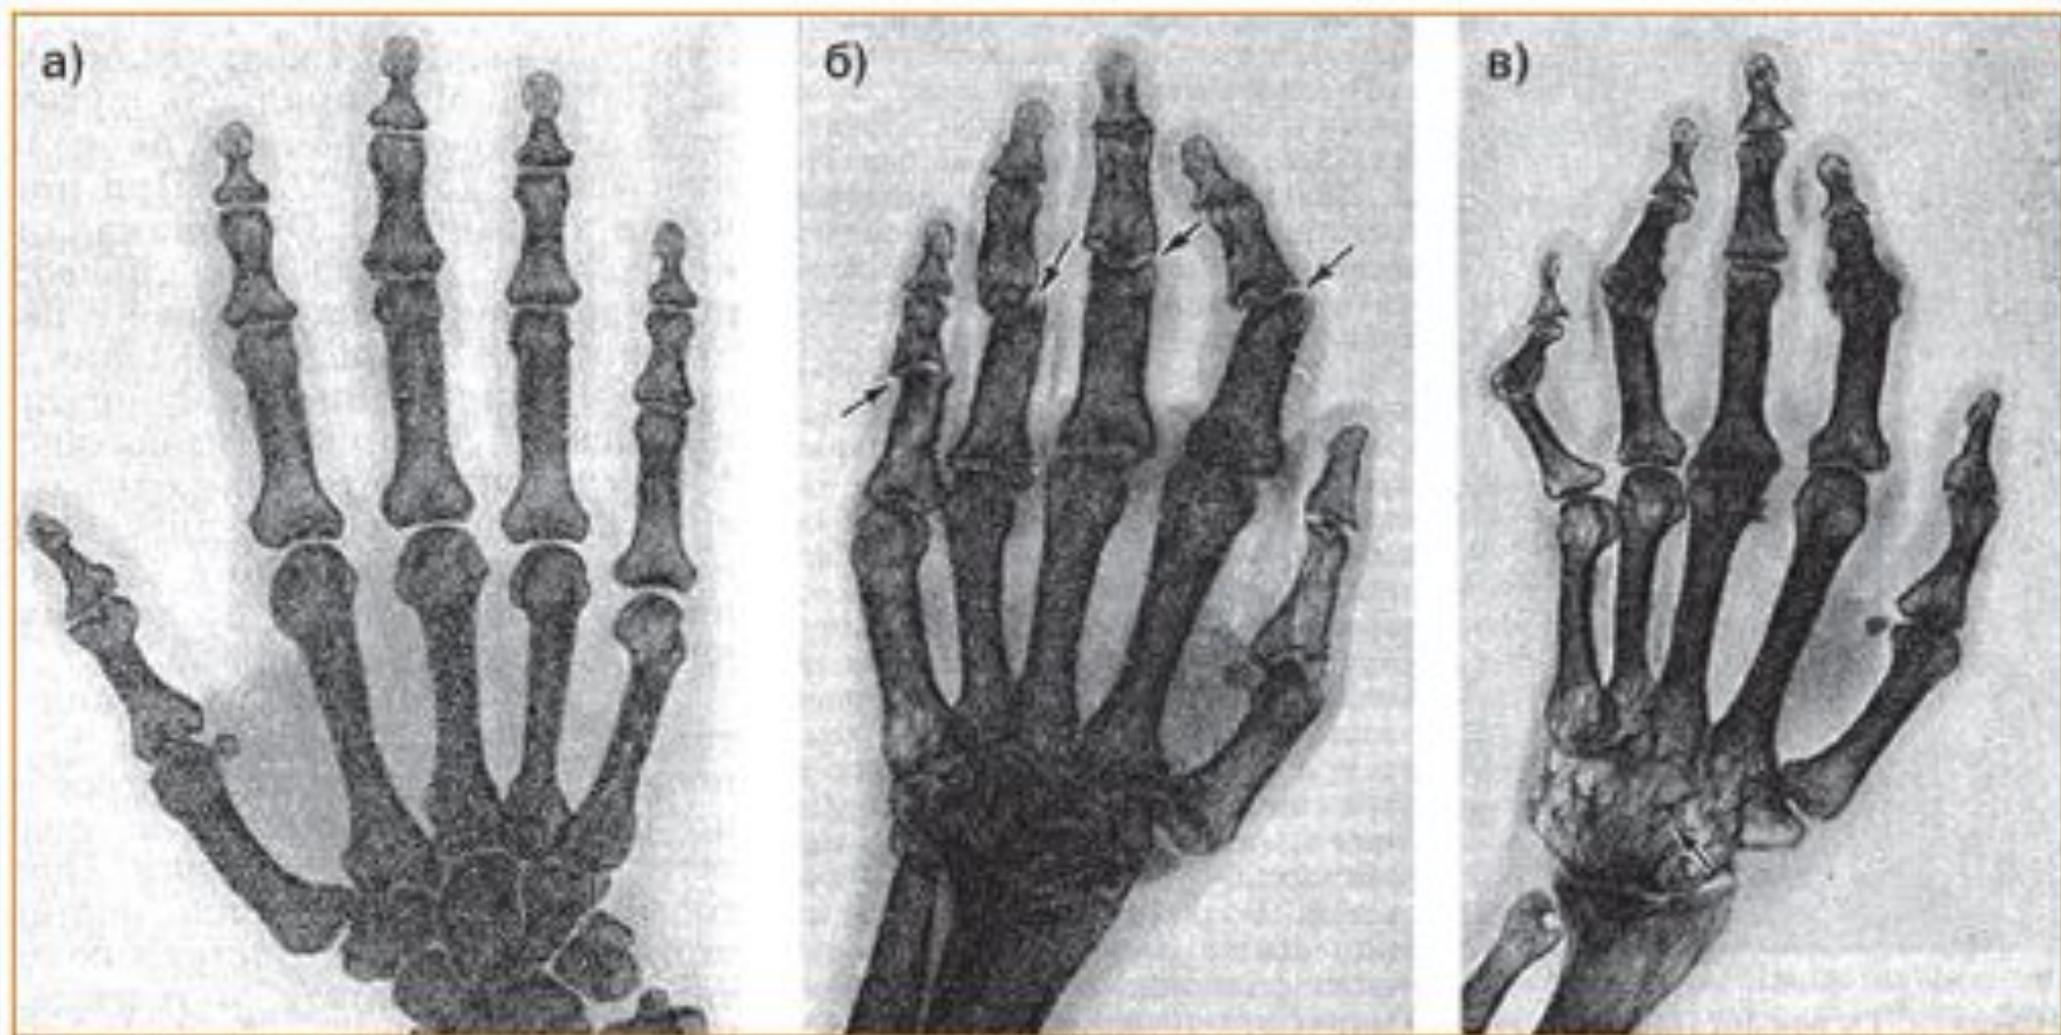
Рентгенограммы кистей в норме (а) и при IV стадии РА (б, в): распространенный остеопороз, сужение межсуставных щелей, выраженные деструктивные изменения, включая остеолиз проксимальных межфаланговых суставов (указаны стрелками); наряду с этим отмечается костный анкилоз всех суставов запястья (в, указан стрелкой)
